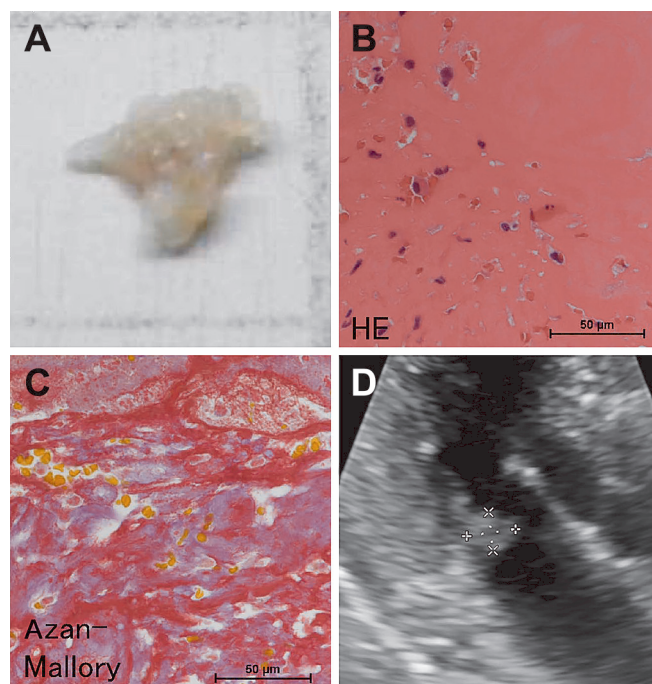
Images of the thrombus and transthoracic echocardiography (TTE) of case 2.
